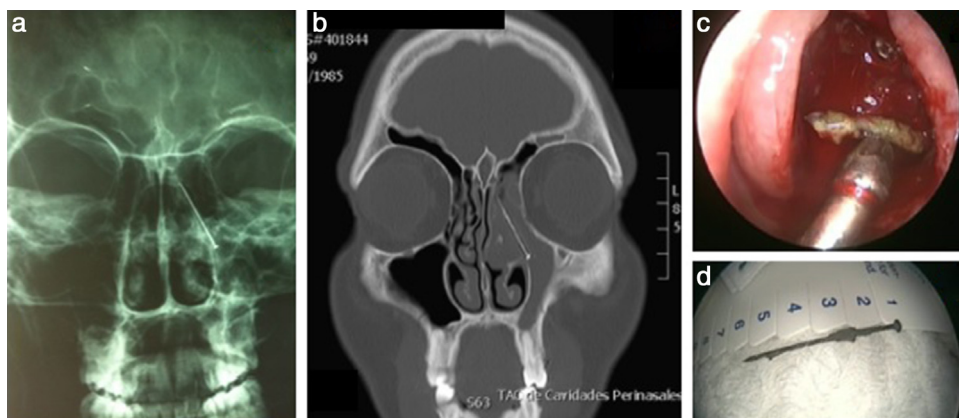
a) Radiografía simple (occipito-frontal) de cavidades perinasales, muestra aguja en seno maxilar izquierdo; b) tomografía computarizada, el corte coronal muestra aguja en seno maxilar izquierdo hacia etmoides, casi alcanzando la base del cráneo; c) remoción endoscópica transnasal de la aguja en seno maxilar izquierdo, y d) aguja removida (5 cm de longitud).
